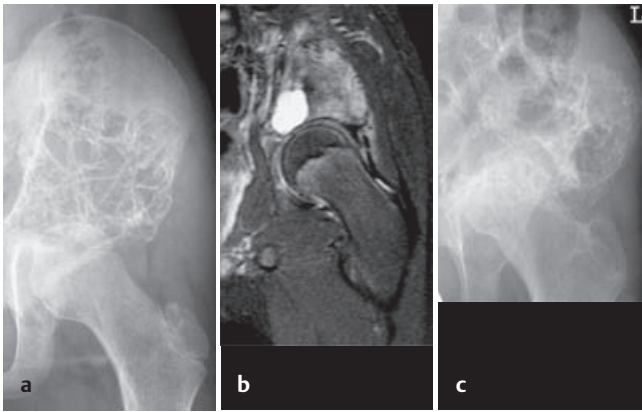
Aneurysmale Knochenzyste (AKZ) eines männlichen zehnjährigen Patienten. Das initiale Röntgenbild zeigt eine von Septen durchzogene Osteolyse im Bereich der linken Darmbeinschaukel mit einem im kaudalen Bereich expansiven typischen Wachstum („blow-out“-Phänomen). Bereits bei Diagnosestellung beginnende Hüftkopfprotusion durch wiederholte (Mikro-) Frakturen (a). Im dazugehörigen MRT (T2-Gewichtung) signalintens der Nachweis von Flüssigkeit (b). Verlauf 2 Jahre nach Entschluss der wiederholten Kürettage mit jetzt zunehmender knöcherner Konsolidierung. Der Hüftkopf ist weiter protusioniert (c).
